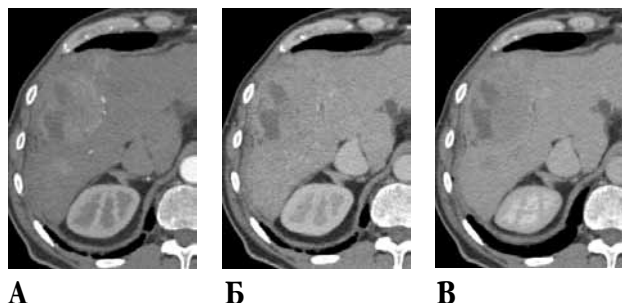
Компьютерные томограммы, гепато-целлюлярный рак. А – артериальная фаза сканирования, опухоль гиперденсивна по отношению к ткани печени, Б – портальная фаза, отмечается вымывание контрастного препарата из опухоли, повышение плотности паренхимы печени, В – отсроченная фаза, опухоль гиподенсивна
